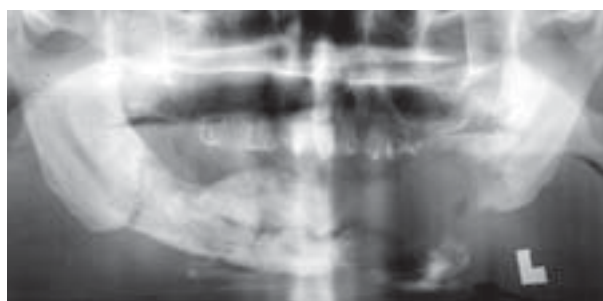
Pantomographic X-ray of patient H. St., case record No 2155/03. Status post resection of the left mandibular body. Right mandibular body — emerging focus of osteoradionecrosis
